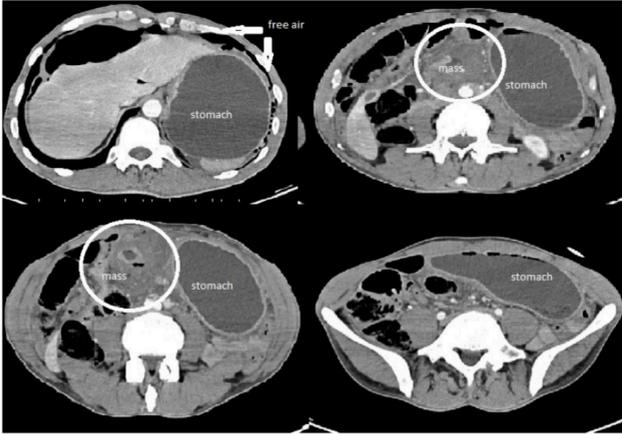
Computerized Tomography Images
